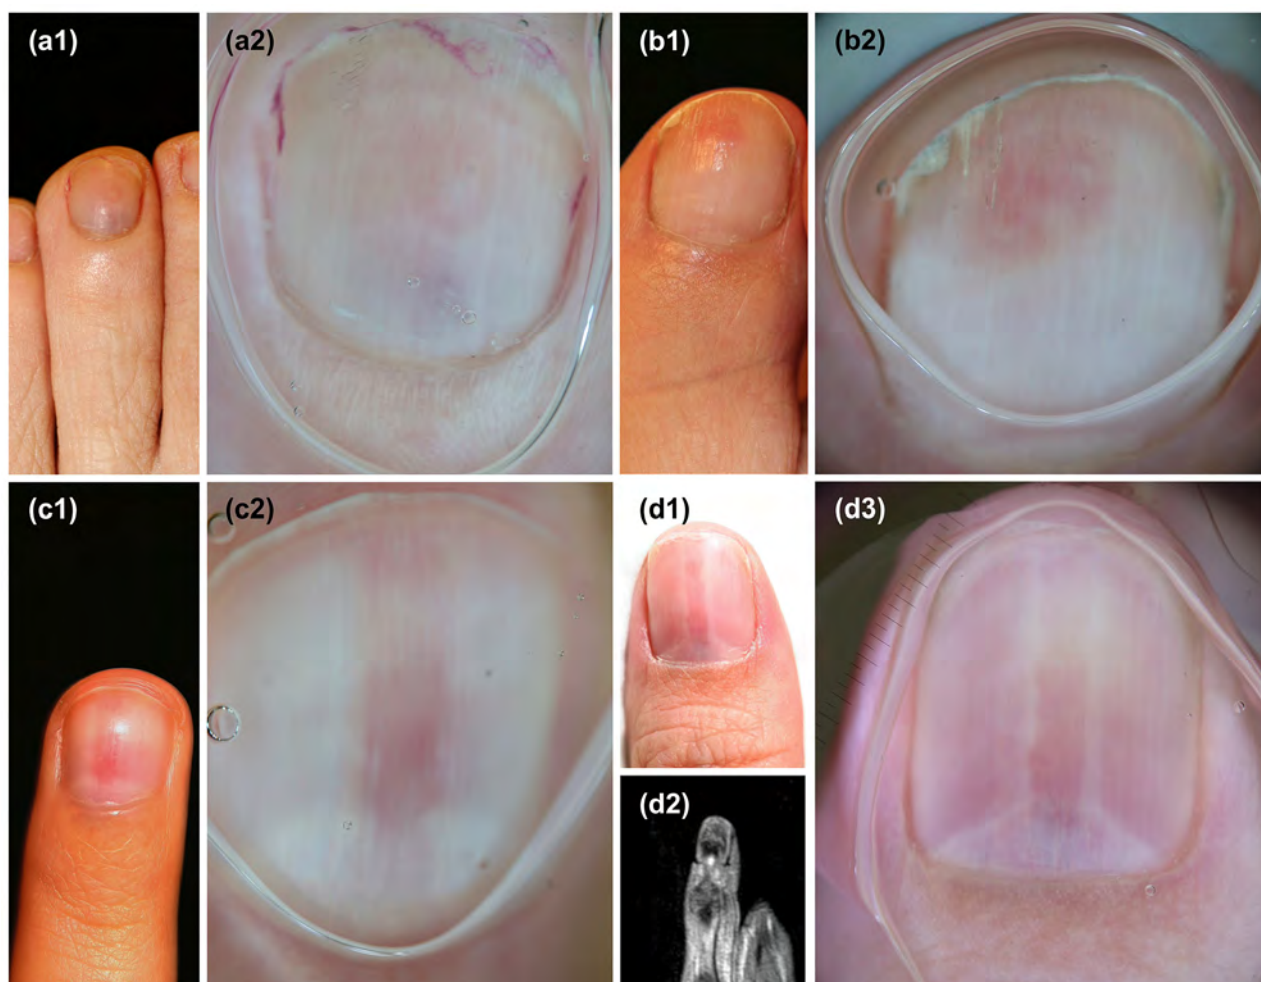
Patterns S1 (a, b) and S2 (c, d). (a1) SUGT located on the third toenail of a 64-year-old man. (a2) In the dermoscopic view, we can find a structureless purplish subungual spot without vessels. (b1) SUGT located on the first toenail of a 76-year-old woman. (b2) Dermoscopically, we can see a structureless reddish subungual spot with vessels. (c1) SUGT located on the third fingernail of a 28-year-old woman. (c2) Dermoscopic examination revealed a structureless purplish subungual spot and longitudinal erythronychia that fades distally. (d1) SUGT located on the first fingernail of a 39-year-old woman. (d2) MRI of the tumour located on the nail matrix. (d3) Dermoscopy showed a vascularized structureless purplish subungual spot on the nail matrix, along with longitudinal erythronychia that fades distally.
